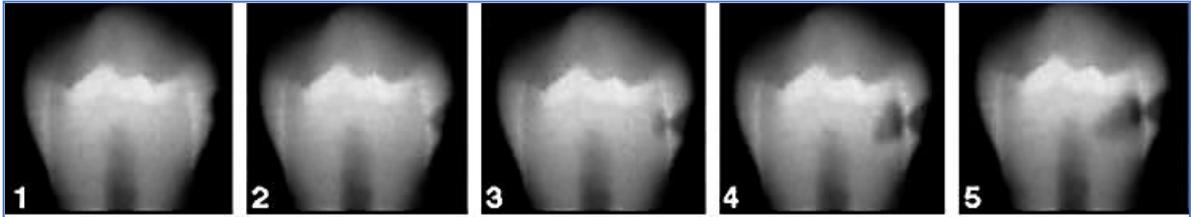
Critérios para registro de cárie interproximal em radiografias bite-wing padronizadas com um sistema de cinco séries: grau 1 – cárie na metade externa do esmalte; grau 2 – cárie na metade interna do esmalte; grau 3 – cárie na metade externa da dentina; grau 4 – cárie na metade interna da dentina e grau 5 – lesões de cárie atingindo a polpa. Fonte: Zachrisson *et al.*, 2011.
